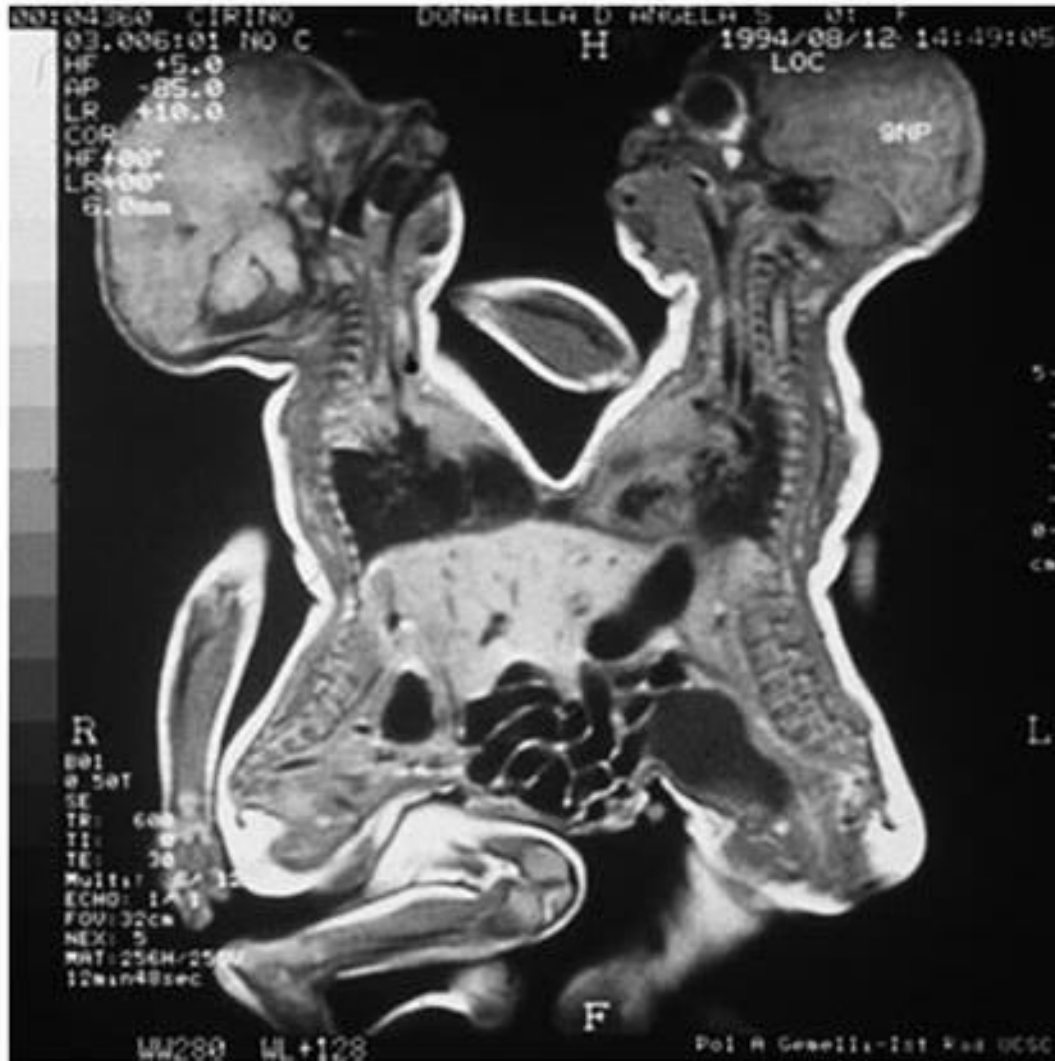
CT scan of omphalo-thoracopagus twins.
